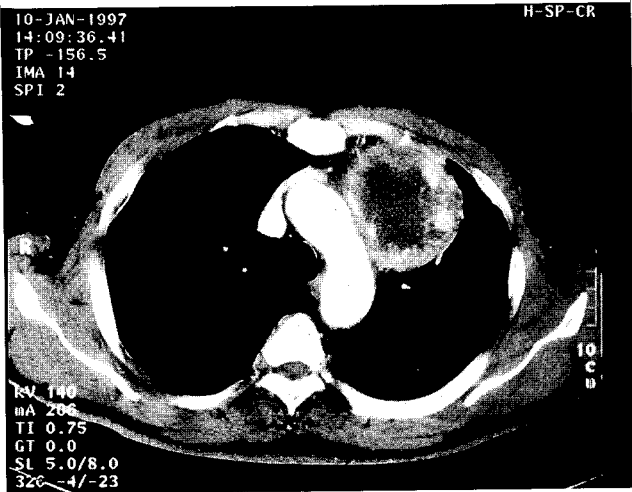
Chest CT show round well defined cystic mass with calcification in the left anterior mediastinum
